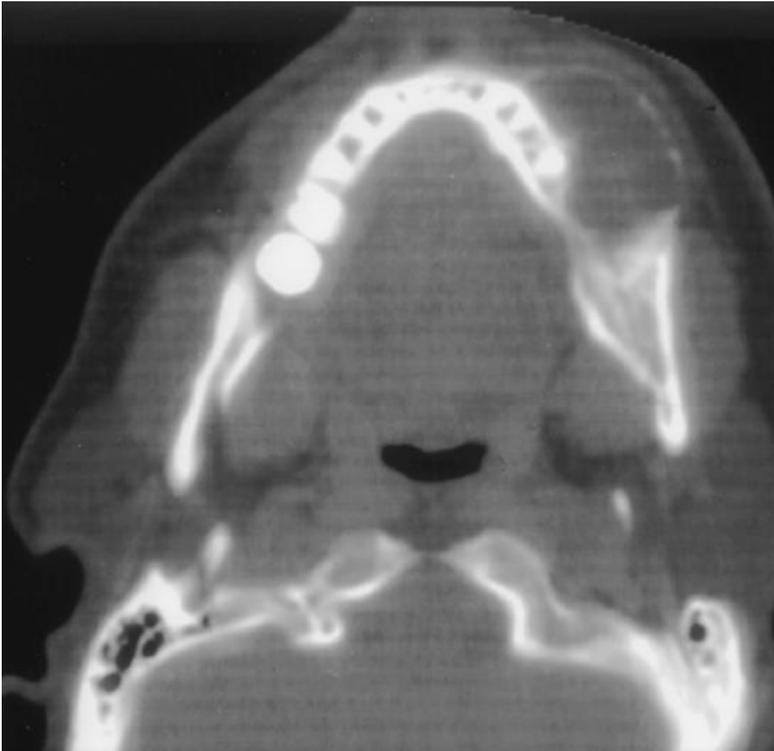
Амелобластома у 67-летнего мужчины. Случайно было замечено ненормальное на полный рот рентгенологические серии, полученные для обычной стоматологической помощи; дополнительные рентгенографические изображения и компьютерная томография (КТ) сканирование были получены. (а) Панорамная рентгенограмма показывает четко определенные, некортированные, люцитное поражение между корнями клыка и первым премоляром (стрелки). Существует потеря пластинки твердой мозговой оболочки с минимальным смещением зубов. (б) Осевая КТ показывает фокусную зону уменьшенного затухания в правой передней части нижней челюсти с перфорацией щечной пластинки. Энуклеация повреждение (удаление содержимого и выскабливание краев) было выполнено. (в) Микрофотография (гематоксилин-эозиновая окраска) показывает островки одонтогенного эпителия в фиброзной соединительнотканной строме. Это повреждение было маленьким и на ранней стадии; необычно обнаружить амелобластома в рентгенография. Дифференциальный диагноз для этого случая включает амелобластома, травматическую костную кисту, боковой киста пародонта, корешковая киста и другие одонтогенные опухоли.
